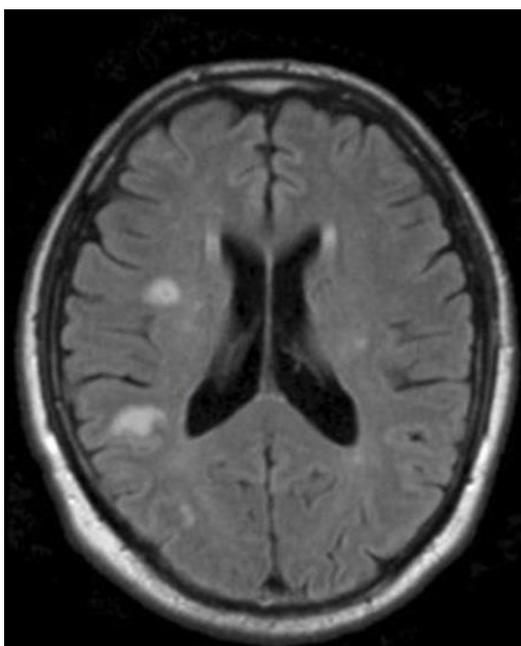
МРТ головного мозга при лакунарном инсульте
